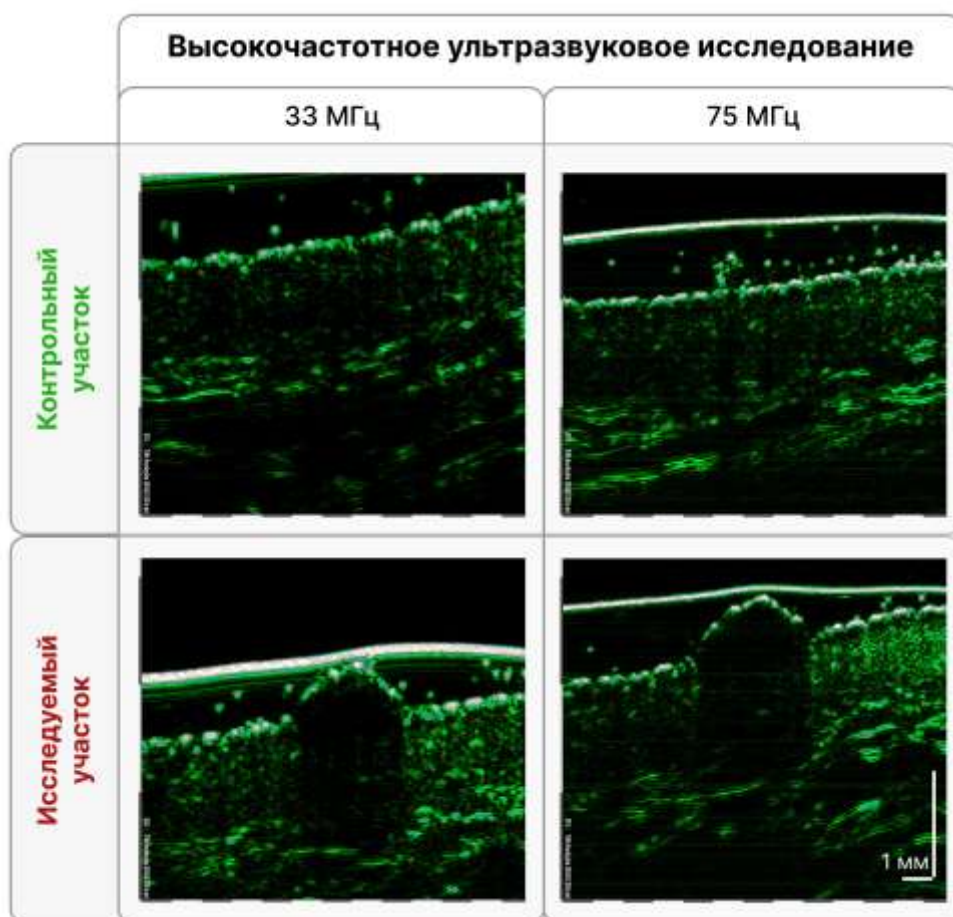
ВЧУЗИ изображения контрольного и исследуемого участков кожи на частотах 33 МГц и 75 МГц.
